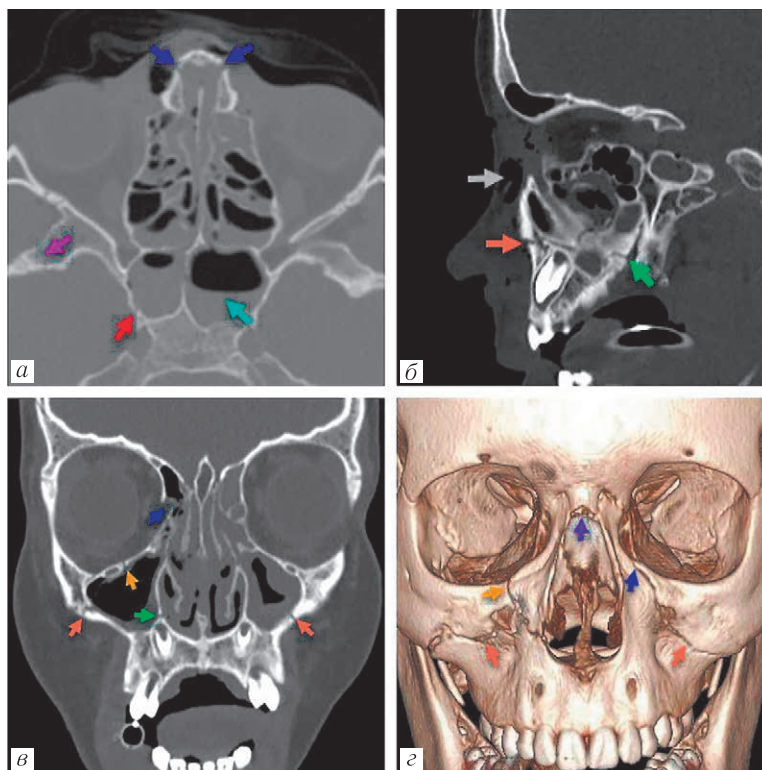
Мальчик, 15 лет. КТ черепа. Краниофациальная травма. Аксиальная (а) МРР, сагиттальная (б) МРР, фронтальная (в) МРР, трехмерная реконструкция (г). Перелом латеральной стенки правой орбиты (оранжевая стрелка)
